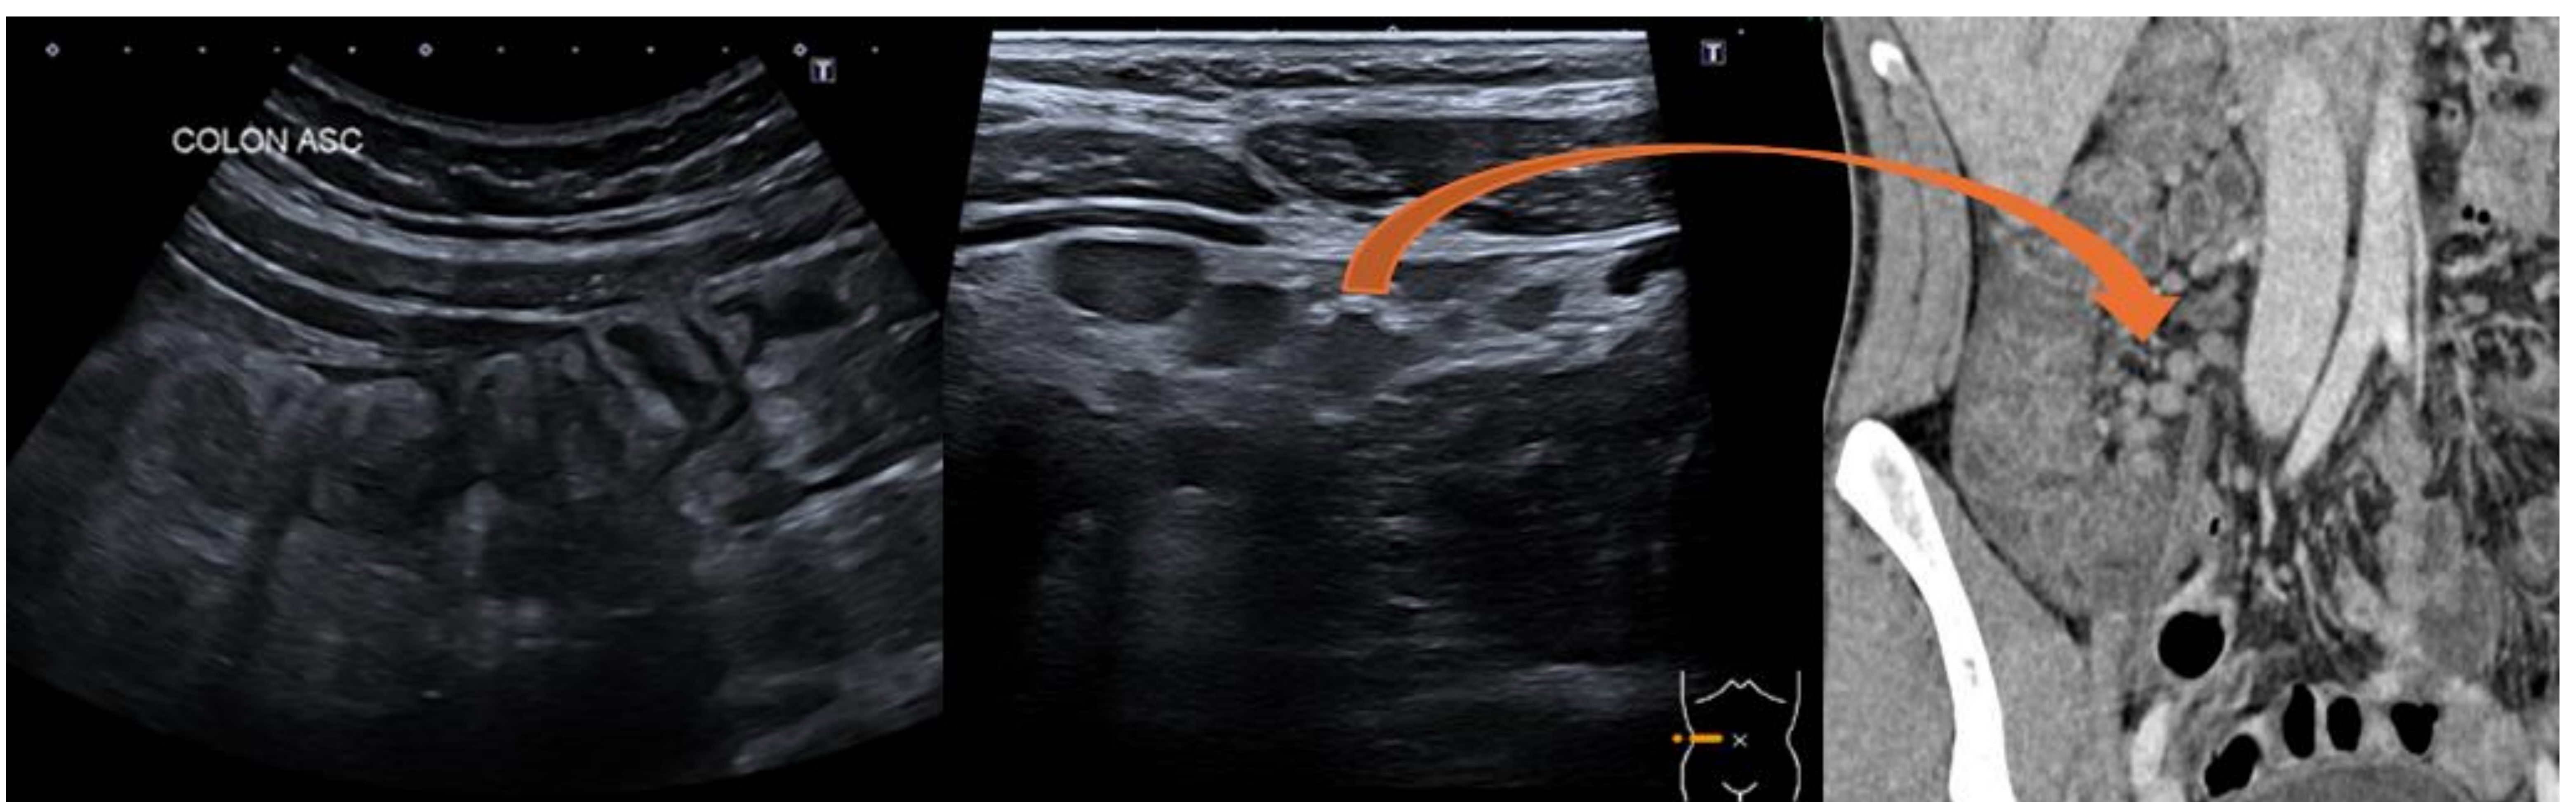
Ecografía: Engrosamiento difuso de la pared del colon ascendente, asociado a leve cuantía de líquido libre y múltiples ganglios localregionales. Corte coronal de TC abdominopélvico con contraste IV: Engrosamiento mural concéntrico difuso del colon ascendente y ciego, con edema submucoso, que asocia ganglios localregionales de aspecto reactivo. Estos hallazgos en el contexto de “paciente con diarrea y dolor abdominal agudo” son sugestivos de colitis infecciosa-inflamatoria.
